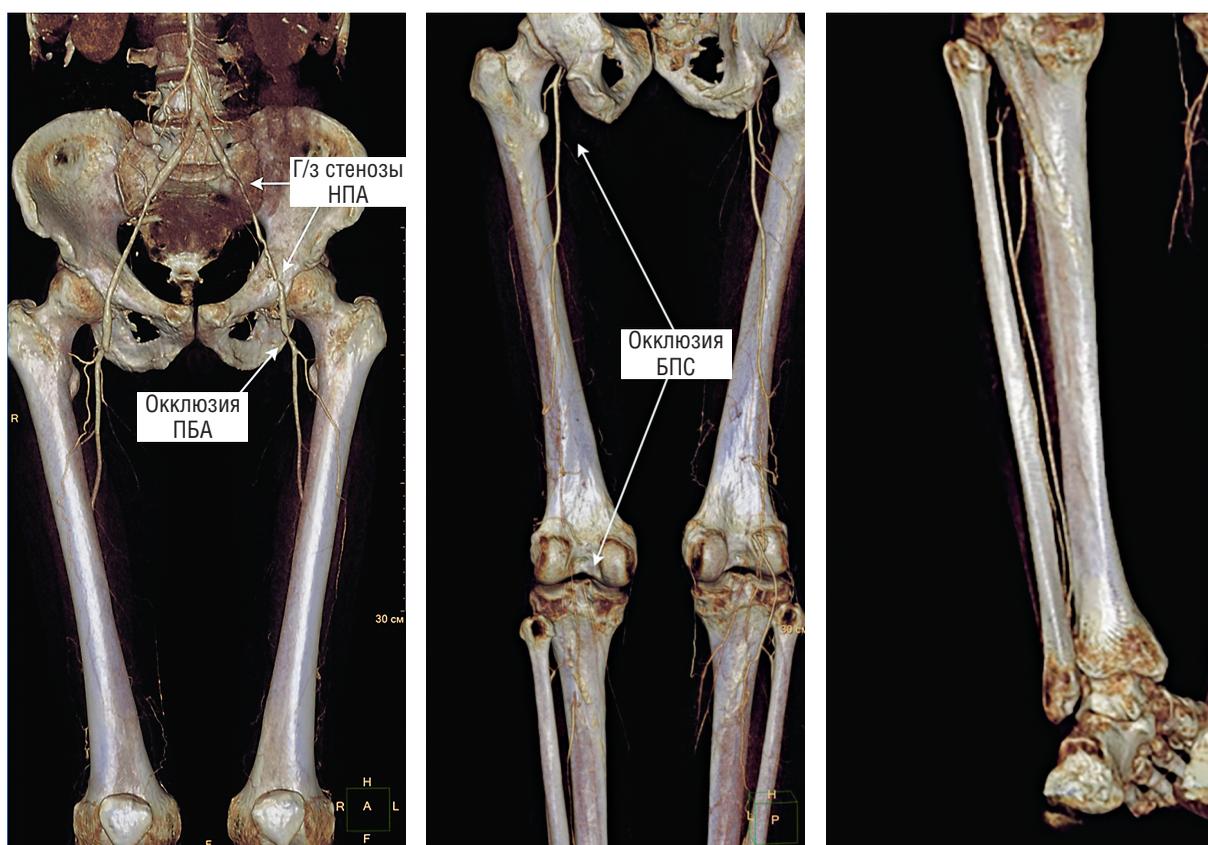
МСКТ-ангиография артерий нижних конечностей
